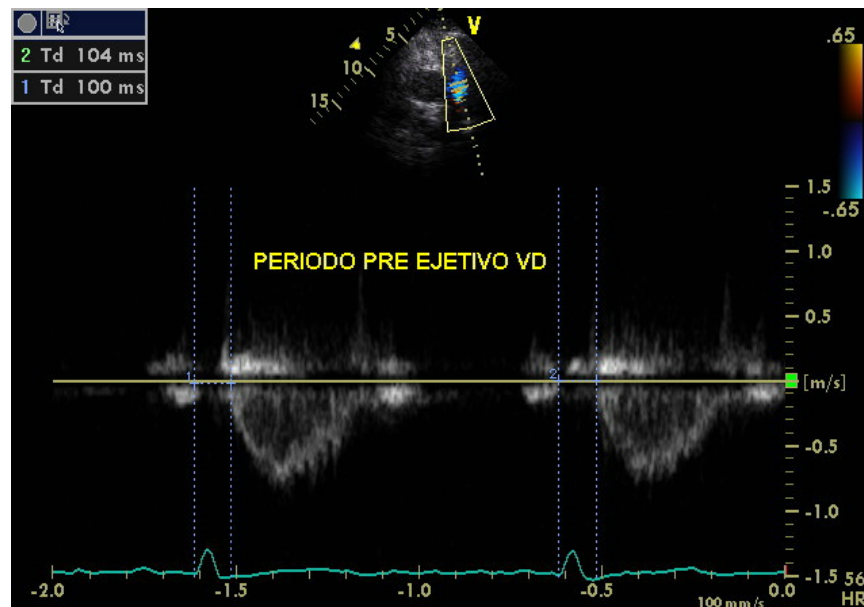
Medida do tempo pré-ejetivo do ventrículo direito (TPEVD) obtida através do Doppler pulsátil ao nível do fluxo de saída da valva pulmonar
